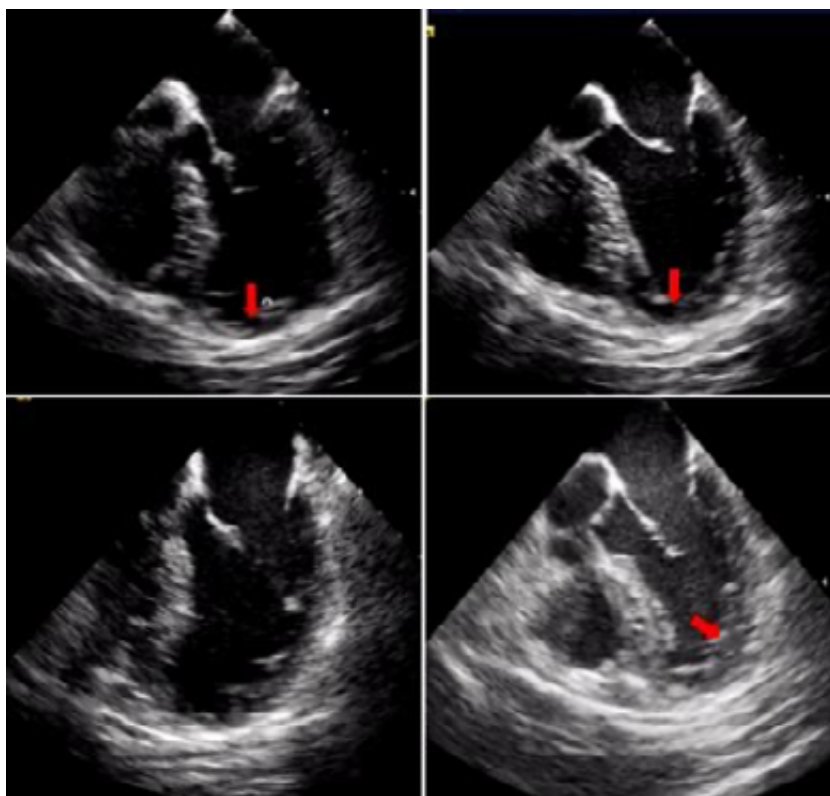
Ecocardiograma transesofágico que evidencia el casquete apical aneurismático del ventrículo izquierdo.
